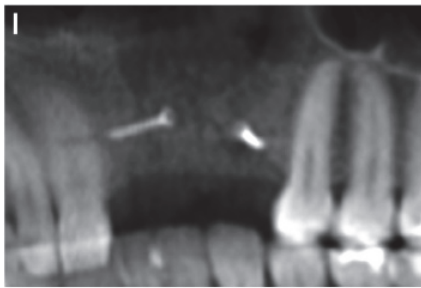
contrôle radiographique post-opératoire
